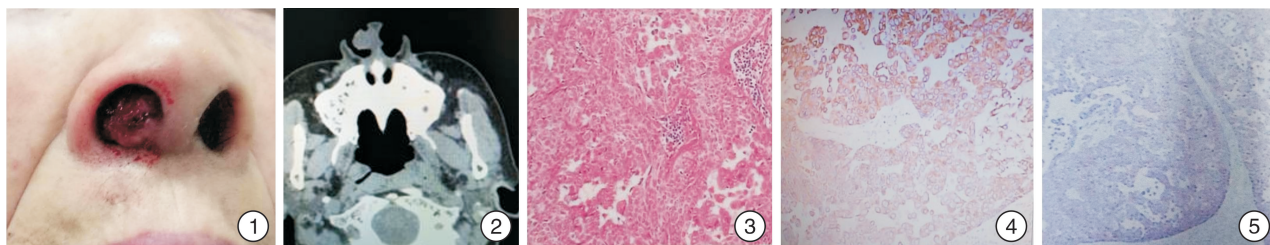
右侧鼻前庭肿物 直径 1.5 cm,表面不光滑; 图 2 鼻腔 CT 示右侧鼻前庭肿物; 图 3 术前活检苏木精-伊红染色所示 右鼻腔肿物鳞状上皮异型增生,癌变可能; 图 4 CK5/6 标记; 图 5 Ki-67 标记
